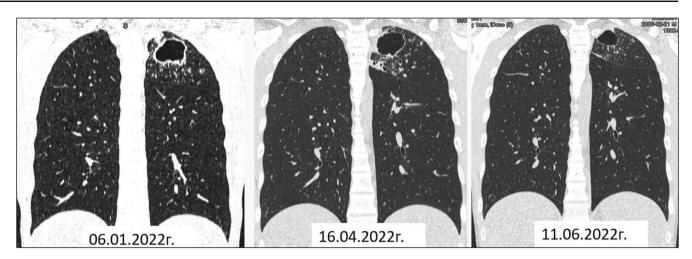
Рентгенологическая динамика.
